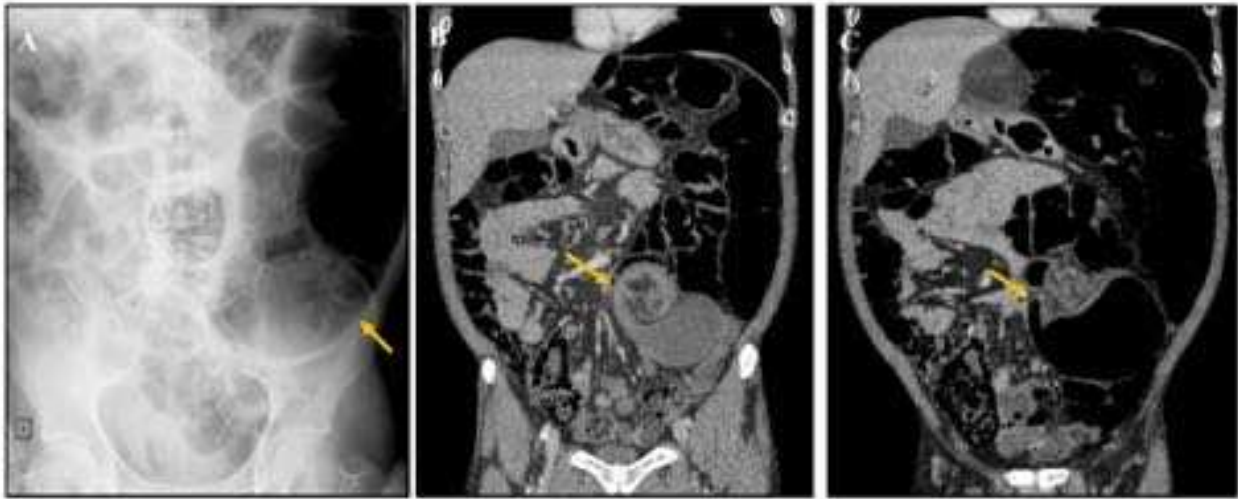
Vólvulo de colon transverso. Mujer de 31 años con dolor abdominal tipo cólico. A) Radiografía simple de abdomen en la que se observa dilatación del colon transverso con escaso aire distal. B y C) Imágenes de TC abdominal en el plano coronal. Marcada distensión del colon transverso (\*) con giro de vasos en el mesenterio dando lugar al signo del remolino (flecha).
